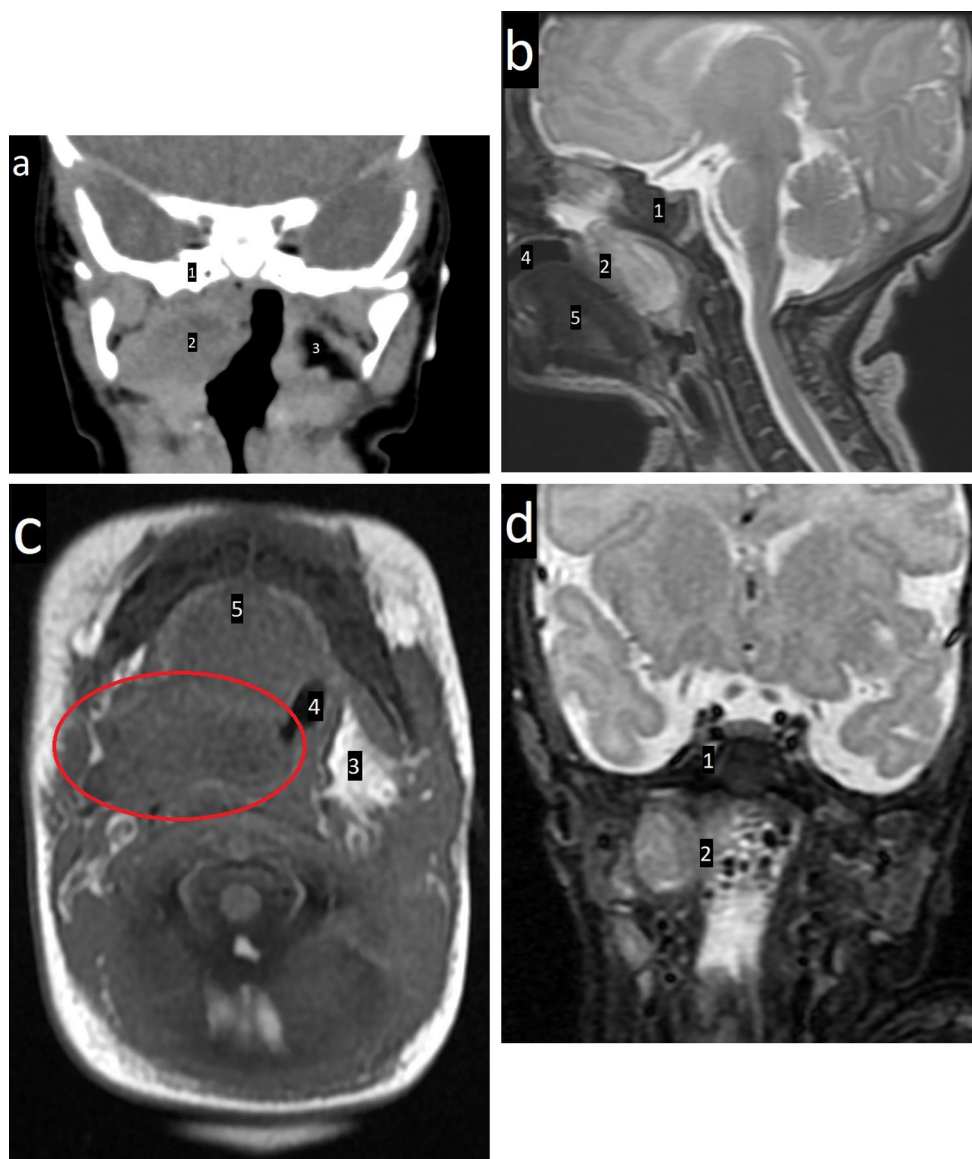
Tomografía computarizada facial sin contraste en el plano coronal, perpendicular al paladar duro (a) y resonancia magnética del cuello en secuencias sagital T2 (b), axial T1 (c) y coronal STIR (d). Se observa la integridad de las estructuras óseas en la base del cráneo (1). Hay una masa (2 y círculo rojo) centrada en la orofaringe con extensión al espacio parafaríngeo derecho (compárese con el espacio contralateral, (3). Nótese la reducción de la cavidad oral (4) y la permeabilidad orofaríngea (la masa llega hasta el cuerpo de la lengua, (5), y el aspecto cerebral de la masa con una morfología que se asemeja a circunvoluciones corticales, sustancia gris hipointensa y sustancia blanca amielínica hiperintensa en secuencia STIR (d).
